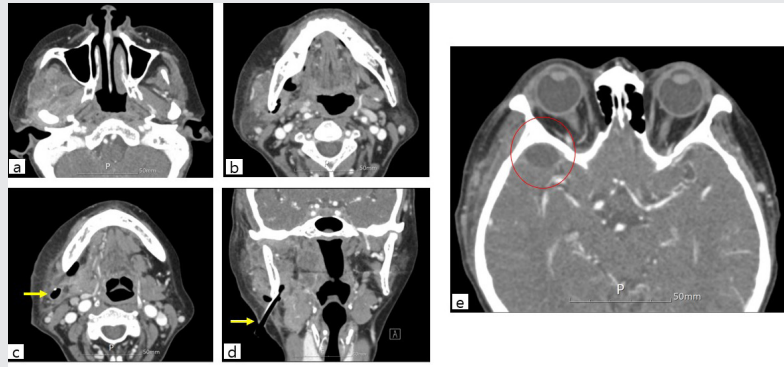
Postoperative Computed tomography with contrast were taken 5 days after incision and drainage.
